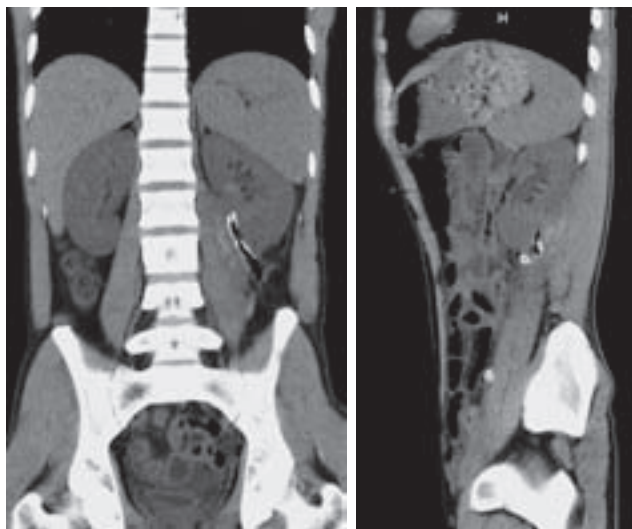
Пациент Т., 23 года. Компьютерная томография после оперативного лечения (контроль на 4-е сутки)
